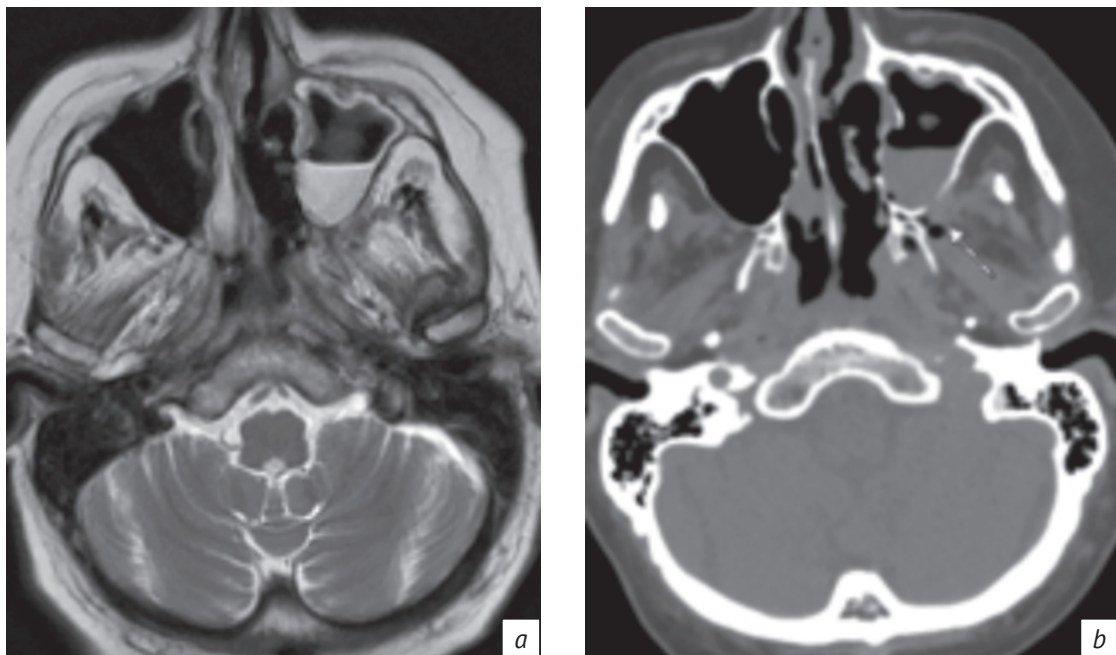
МРТ-изображение в режиме T2-ВИ в аксиальной плоскости (a): неоднородное уплотнение передней периантральной и ретроантральной жировой клетчатки слева, гипоинтенсивный МР-сигнал жировой клетчатки крылонебной ямки слева, отсутствует дифференцировка жировой клетчатки и ветви внутренней верхнечелюстной артерии. PKT, аксиальный срез, того же пациента (b): неоднородное уплотнение ретроантральной жировой клетчатки слева, включения пузырьков воздуха в крылонебной ямке слева
